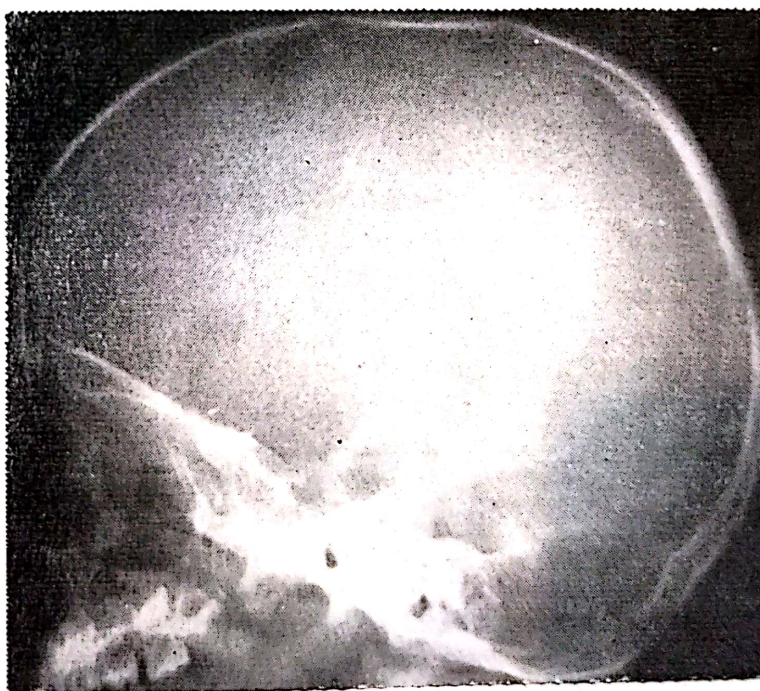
Radiografie craniană simplă (imagine de profil): se observă aspectul radiologic de platibazie.
